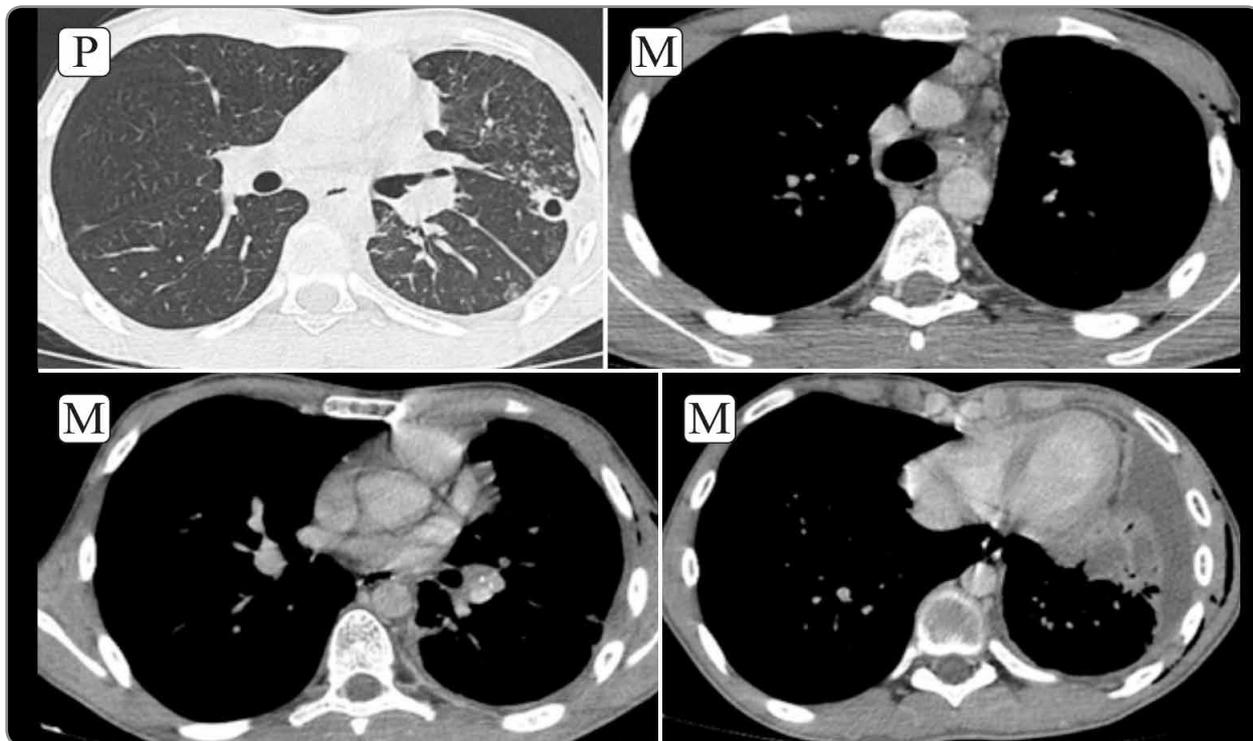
Tomografía computada con contraste. En ventana pulmonar (P) se observa lesión cavitada en relación al segmento apicoposterior del lóbulo superior izquierdo, asociado a algunas opacidades centrolobulillares adyacentes en “árbol en brote”. En ventana mediastínica (M) se identifican adenopatías hiliares y mediastínicas, además de derrame pleural basal izquierdo. Enfisema en relación a las partes blandas del hemitorax izquierdo secundario a instalación de drenaje pleural previamente.
